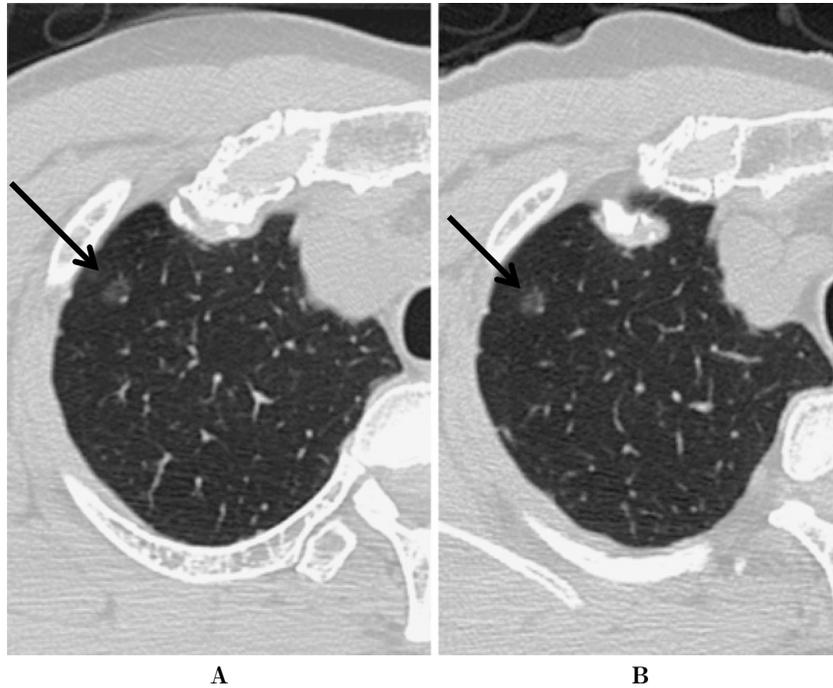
Pure GGN 経過観察例 (HRCT).
